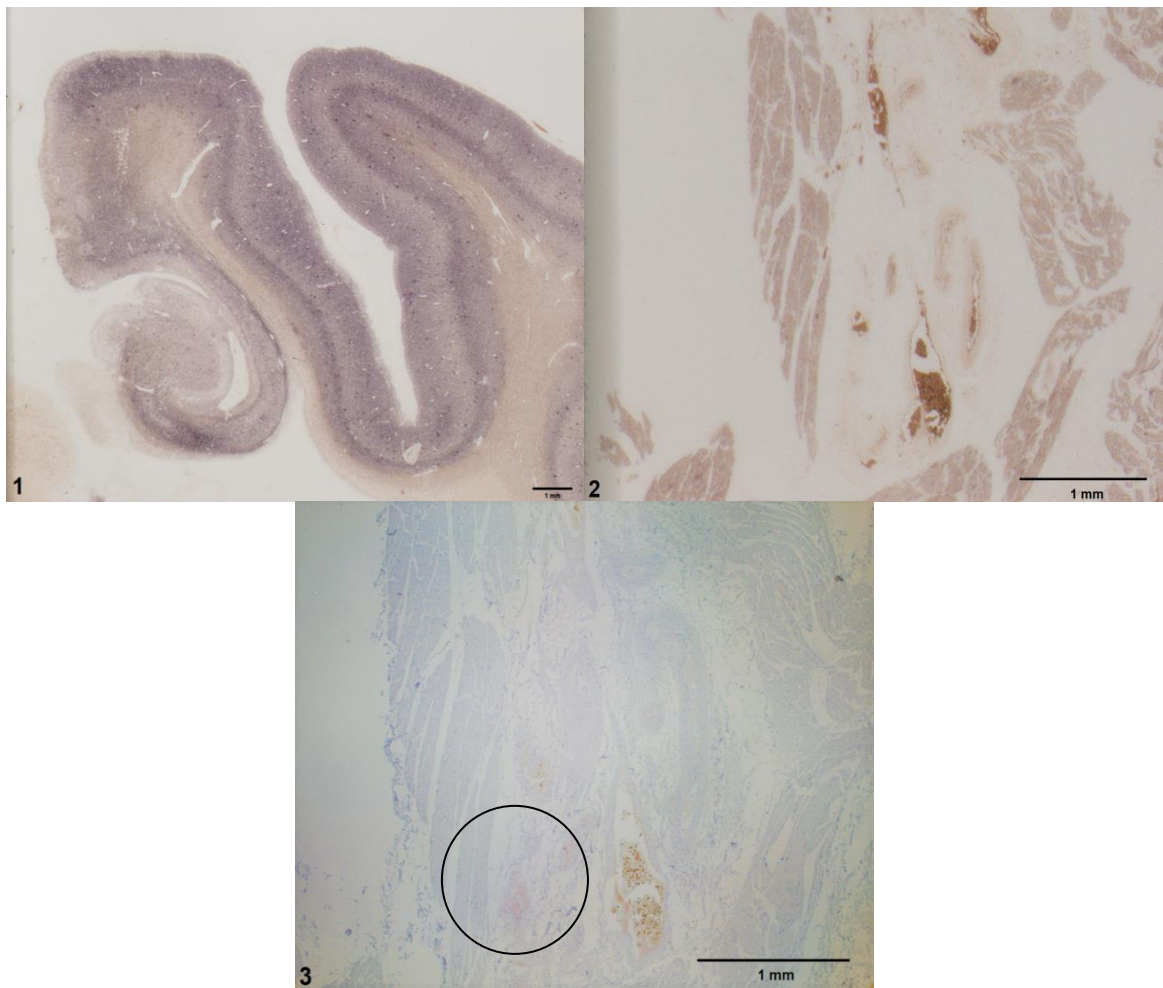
Abbildung einer PET-Blot-positiv-Kontrolle mit blaugrauer Färbung von Lewy-Körperchen in Hirngewebe (1). Daneben Darstellung eines Areals einer Muskelprobe im PET-Blot ohne Signalanreicherung (2). In der IHC mit Antikörpern gegen α -Synuklein (3) findet sich eine zarte granuläre Signalanhebung eines Nervs (Kreis).
